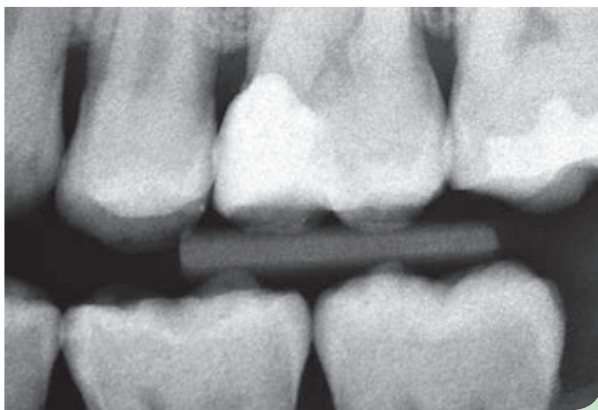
Das Röntgenbild der finalen Situation zeigt den deutlichen optischen Kontrast der Komposit-Füllung zur Zahnschubstanz.
